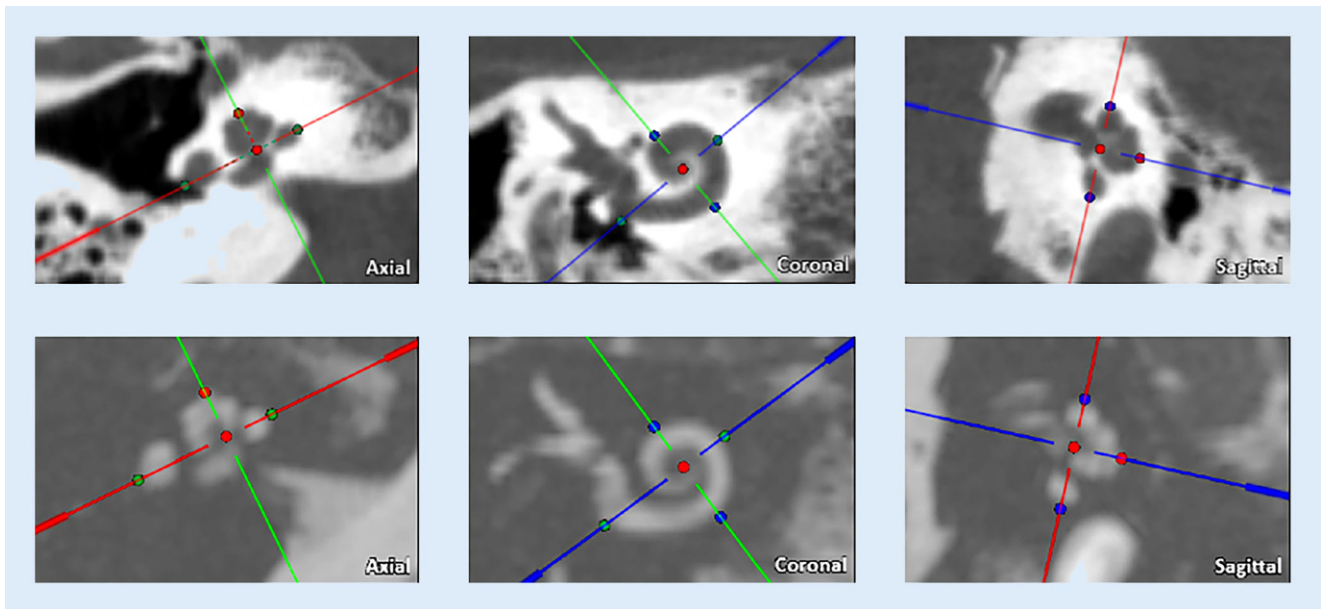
▲ Darstellung einer rechtsseitigen Cochlea in den Ebenen axial, koronal und sagittal (von links nach rechts) zur Berechnung der CDL in OTOPLAN. Obere Reihe in der fpVCT, untere Reihe in der MRT. Der Abstand zwischen den Punkten zeigt den Durchmesser (Wert A, grüne Punkte), die Breite (Wert B, blaue Punkte) und die Höhe (Wert H, rote Punkte) der Cochlea
